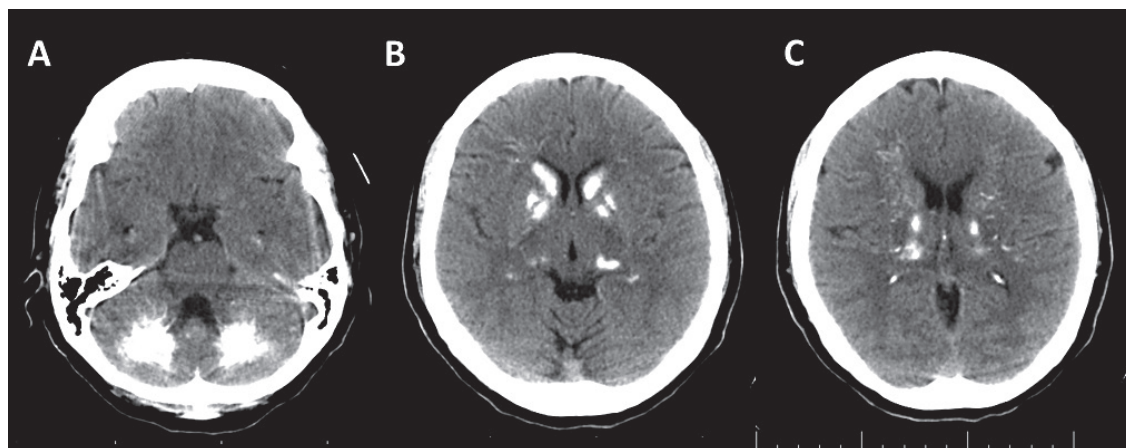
Tomografía computarizada de cráneo. Calcificaciones en hemisferios cerebelosos (A), ganglios basales (B) y corona radiata (C).
